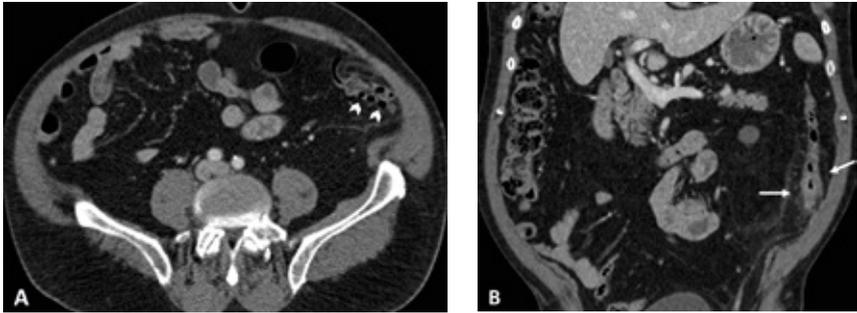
Achados imagiológicos em TC de diverticulite aguda não complicada (A – corte axial; B – corte coronal): diverticulose (cabeças de seta), espessamento da parede cólica e densificação de gordura pericólica (setas).
